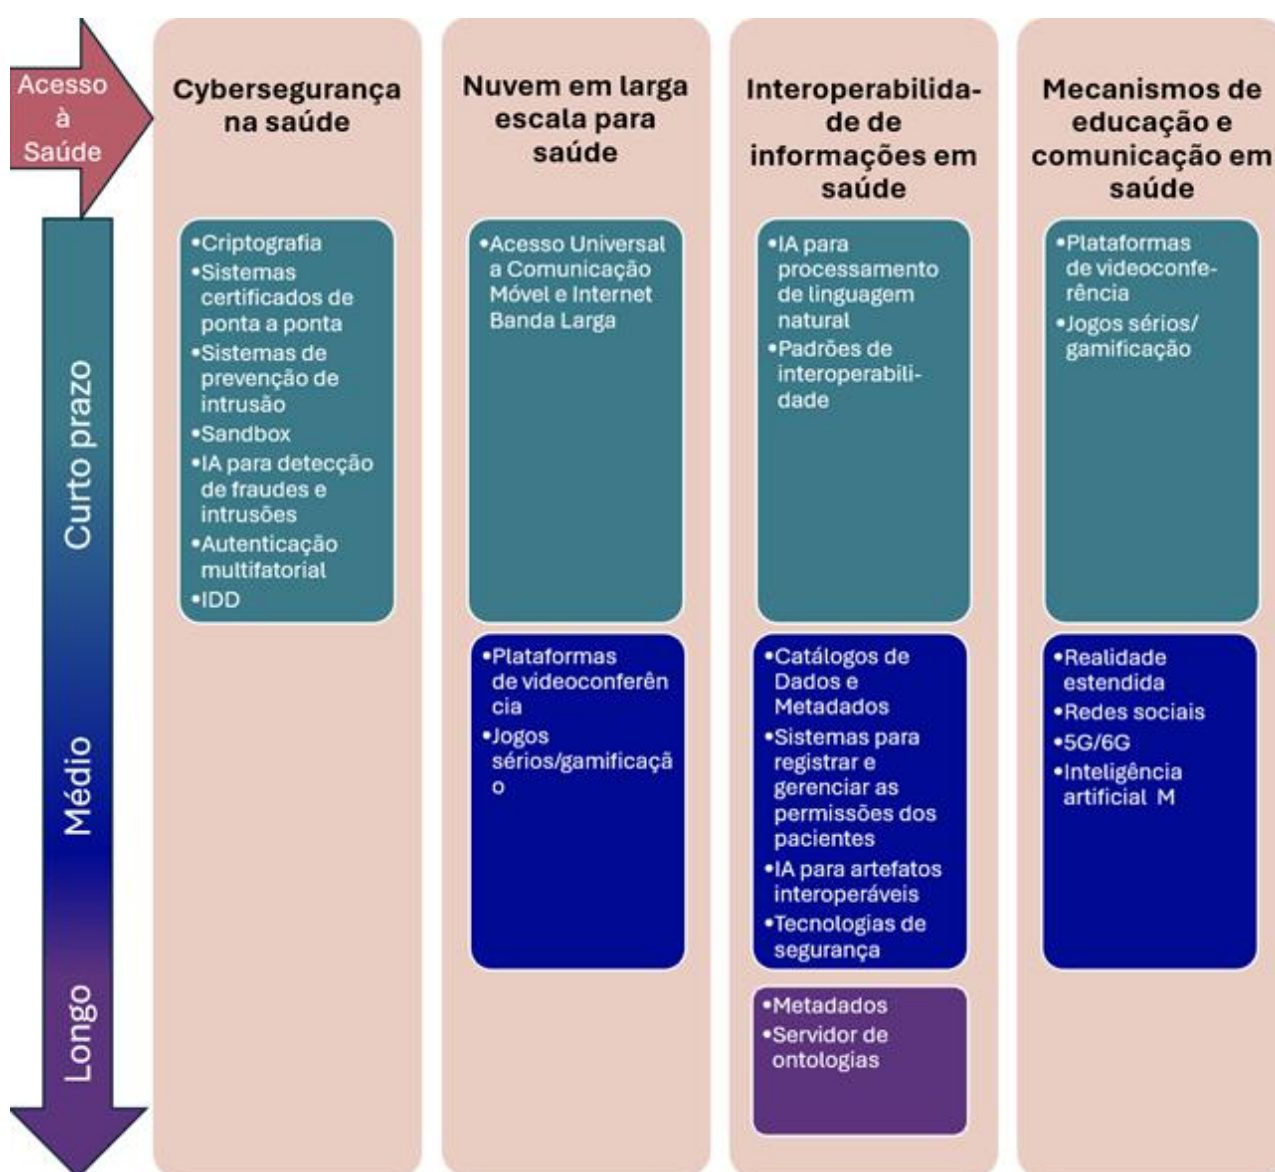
Resultado do CT-SD: tecnologias elencadas em ordem prioritária
